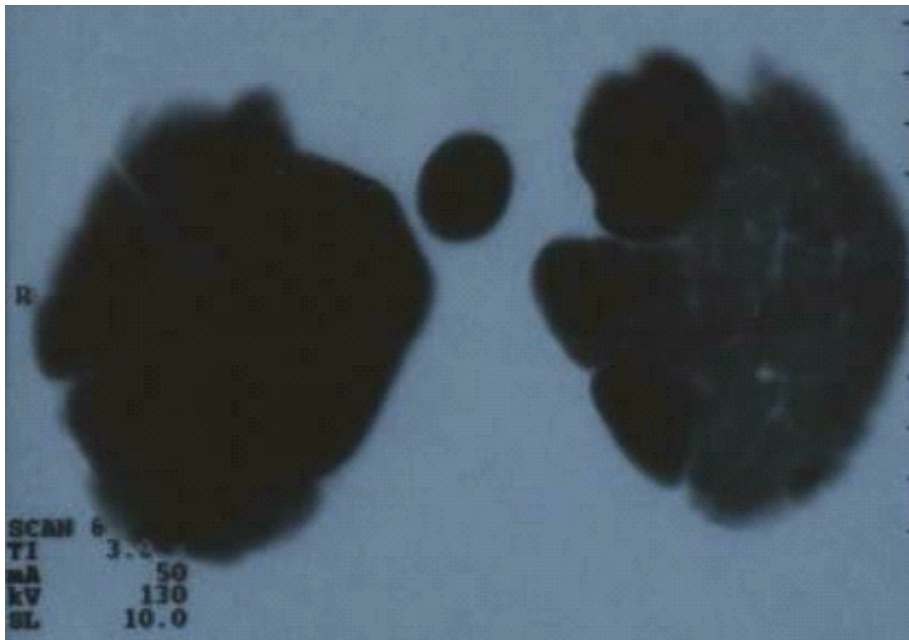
КТ легень. Бульозна хвороба верхніх часток обох легень
